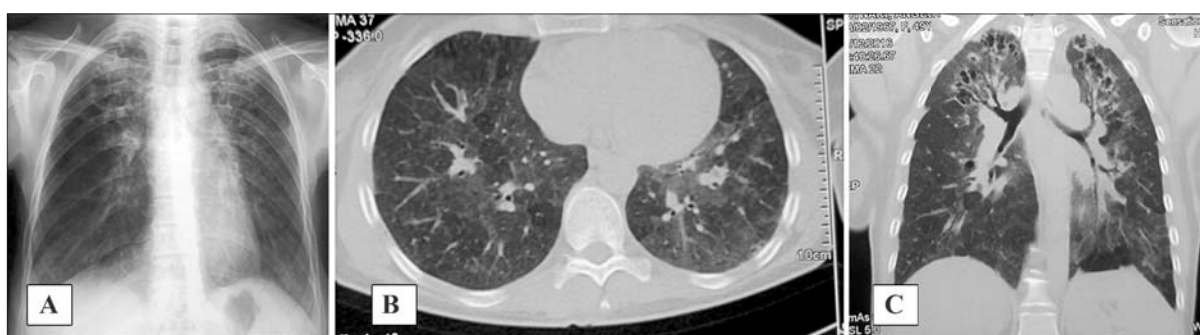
A. Radiografia cutiei toracice – modificări infiltrative apicale bilateral. B, C HRCT pulmonară - noduli pulmonari centrolobulari, sticlă mată cu distribuție mozaică, modificări în "fagure de miere" lobii superiori bilateral cu respectarea sinusurilor costodiafragmale. Bronșiectazii în regiunile apicale bilateral
